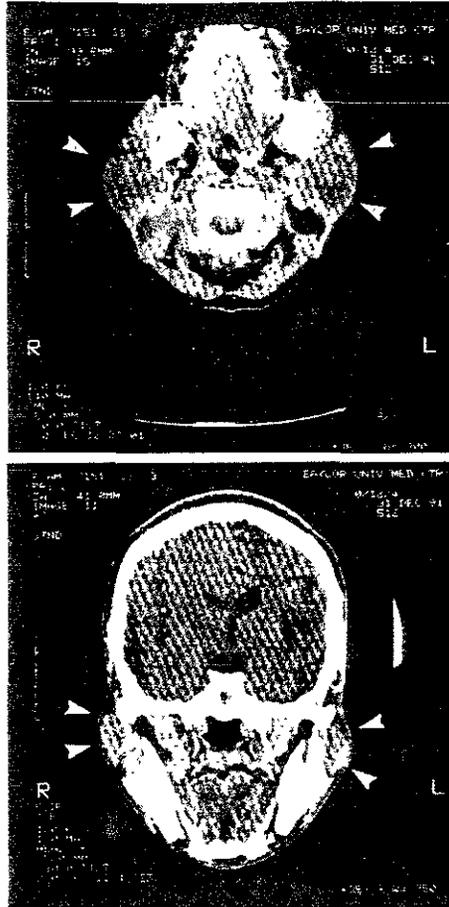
Imagen de Tomografía Axial Computarizada
